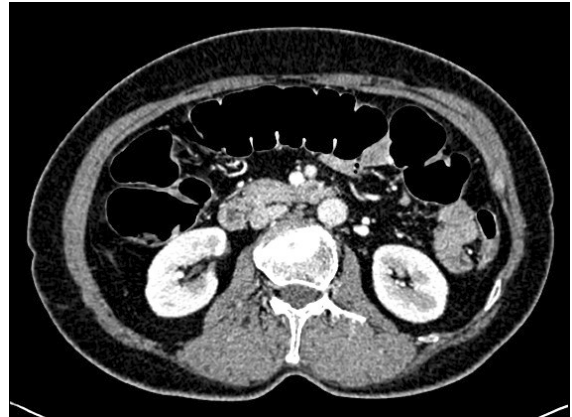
CT colonoscopy finding. No significant abnormal findings were found.
